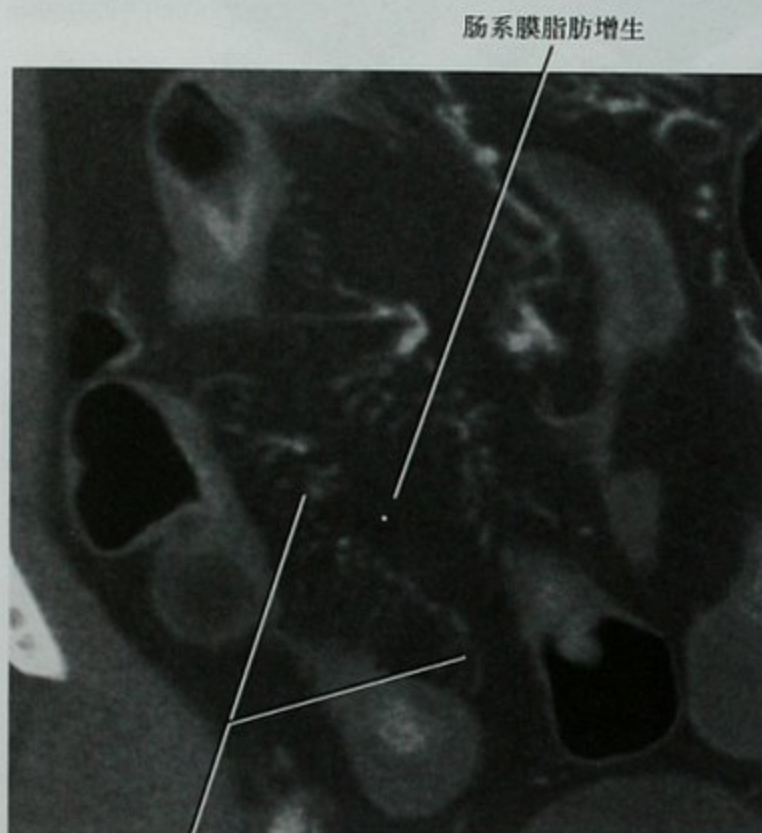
两例不同患者,横断位 CT,“旁观者”肠袢壁增厚,A. 急性阑尾炎造成邻近回肠肠袢壁增厚;B. 克罗恩病造成阑尾壁增厚。这两个病例原发病的病变程度均较邻近肠袢严重
